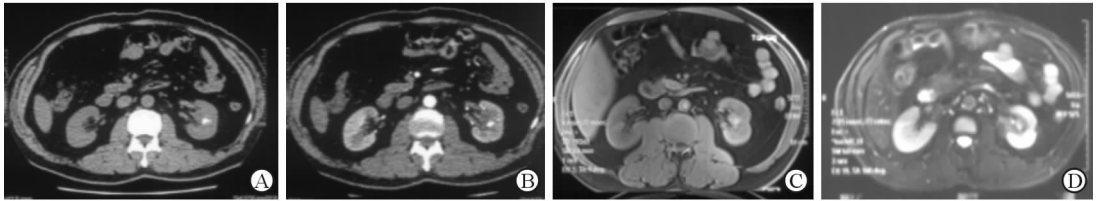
1 例 51 岁男性左肾 EAML 患者双肾 CT 以及 MRI 扫描结果
